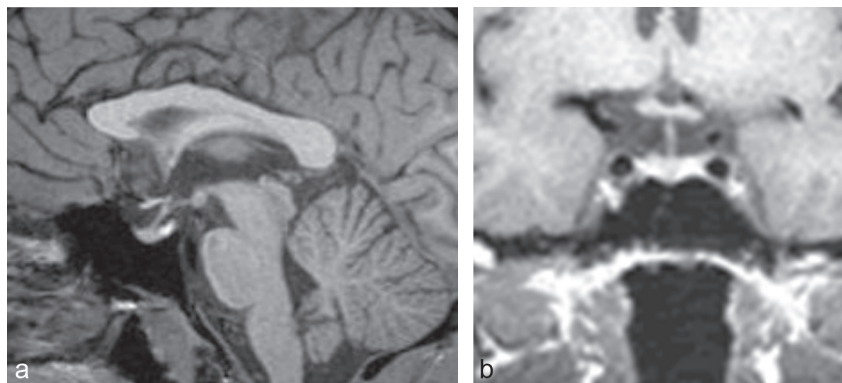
Aspect normal de l'hypophyse de face et de profil en IRM. Le signal de l'antéhypophyse est homogène et la hauteur de l'hypophyse n'excède guère physiologiquement 5 mm. Une hypertrophie de l'hypophyse s'observe cependant durant l'adolescence et en cours de grossesse. Noter l'hypersignal spontané de la posthypophyse qui traduit la présence de vasopressine. L'hypersignal disparaît au cours des diabètes insipides d'origine centrale et peut manquer aussi en cas d'hyperhydratation.
